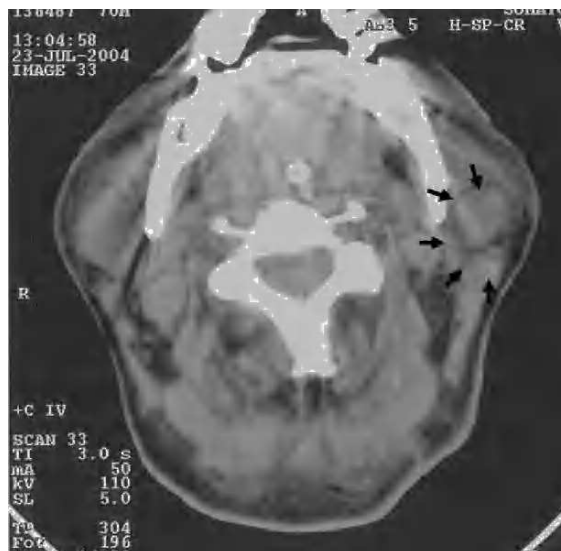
Tomografía axial computarizada cervical en la que se observa un edema unilateral de la glándula parótida.
